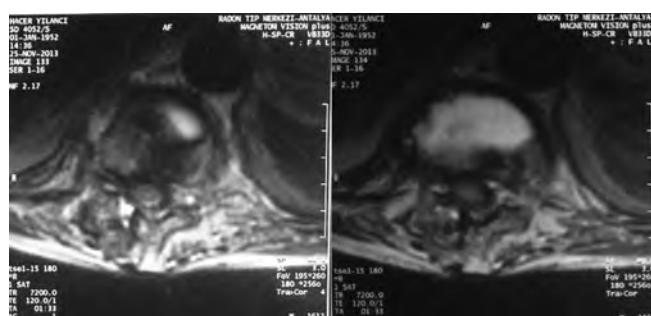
T2-weighted axial MR images at T11 and T12 show an epidural abscess extending into the spinal canal with cord compression and severe central canal stenosis.
